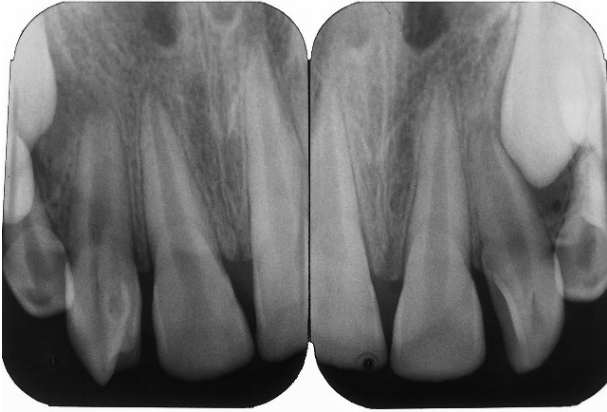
Periapical radiograph showing maxillary left lateral incisor with talon cusp and maxillary right lateral incisor with bifacial talon cusp and dens invaginatus
